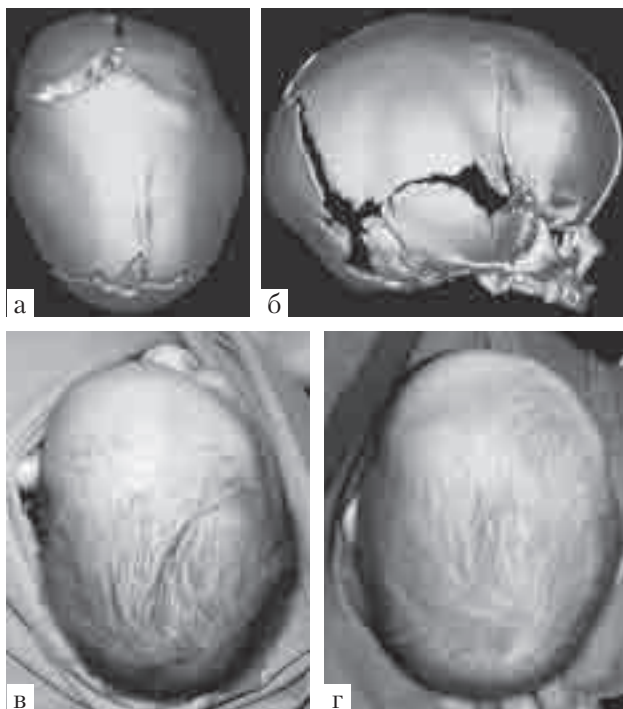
Иллюстрации к клиническому наблюдению №4. ♀ С-ва, DS: синостоз коронарного шва справа и сагиттального шва, сочетание лобной плагиоцефалии и скафоцефалии: а, б — 3D-КТ черепа в возрасте 1 мес.: синостоз коронарного шва справа и сагиттального шва; в — внешний вид головы ребенка в 1 мес., до лечения: сочетание долихоцефалии с лобной плагиоцефалией; г — после окончания использования шлема перед операцией в возрасте 4,5 мес. достигнут значительный регресс деформации
